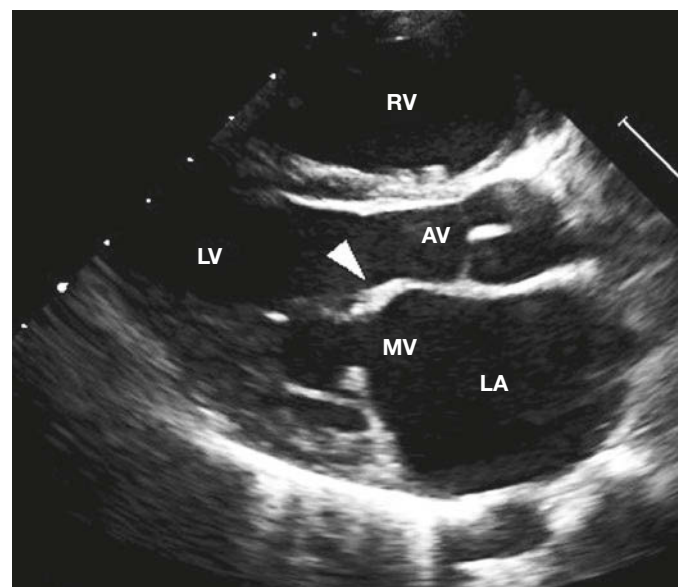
Transthorakale Echokardiografie eines 5-jährigen Jungen mit chronischer rheumatischer Herzkrankheit. Das diastolische Bild zeigt die verdickten Segel, die Restriktion der anterioren Mitralsegelspitze und das Vorwölben des Segelkörpers in Richtung auf das Ventrikelseptum. Diese Ausprägung (Pfeilspitze) wird oft als „Hockeyschläger“- oder „Ellenbogen“-Deformität bezeichnet. AV = Aortenklappe; LA = linker Vorhof; LV = linker Ventrikel; MV = Mitralklappe; RV = rechter Ventrikel. (Mit frdl. Genehmigung von Dr. Bo Remenyi, Department of Paediatric and Congenital Cardiac Services, Starship Children's Hospital, Auckland, Neuseeland.)
